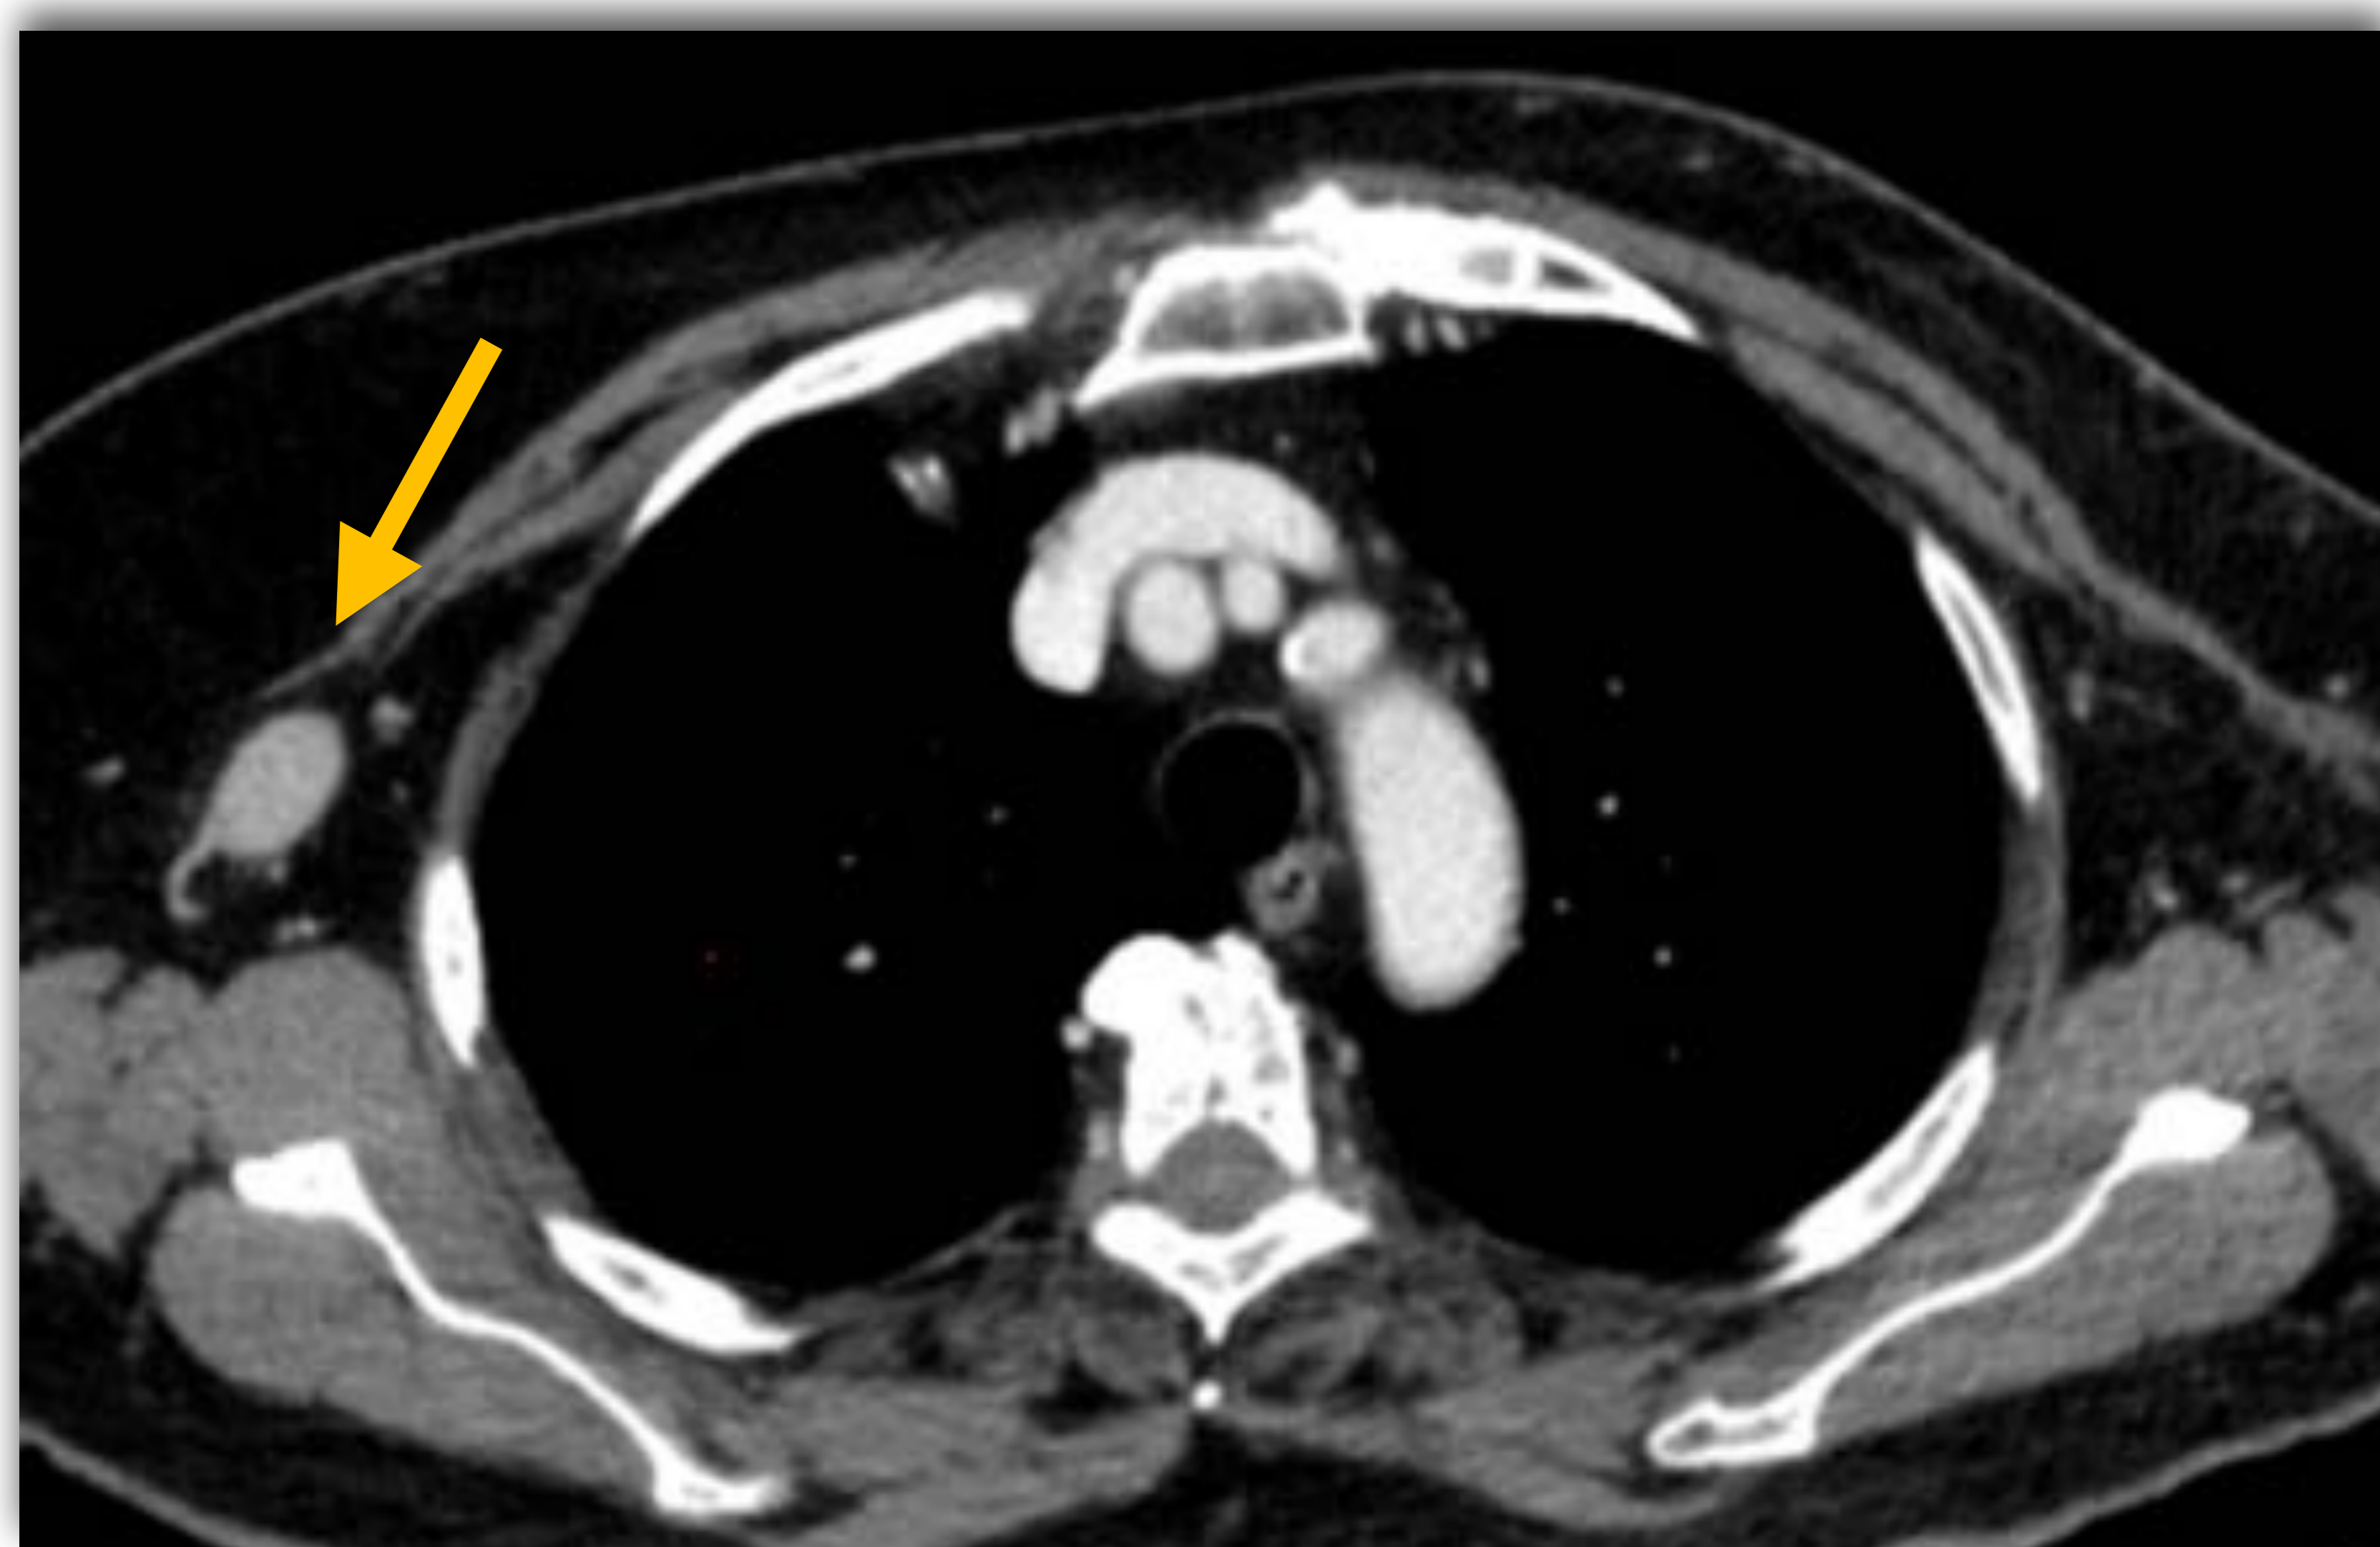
TC axial con contraste de una paciente mujer de 75 años en seguimiento evolutivo por un Ca de mama izquierdo, donde se objetiva de forma incidental una adenopatía axilar derecha patológica.
